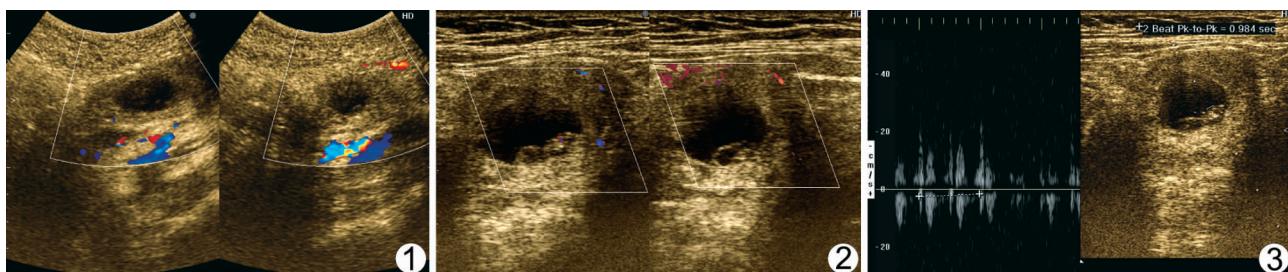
左下腹部异位妊娠囊低频超声声像图 妊娠囊位于腹壁后方, 囊与探头之间未见膀胱暗区, 后方可见骼外血管, 囊边界模糊, 囊内可见少许弱回声点, 未见胎心管搏动。 图 2 左下腹部异位妊娠囊高频超声声像图(与图 1 同一病例) 妊娠囊边界清楚, 囊内可见卵黄囊、胚芽, 胎心管搏动彩色血流信号 图 3 左下腹部异位妊娠囊高频超声声像图及胎心频谱图(与图 1 同一病例) 妊娠囊边界清楚, 囊内可见胚芽, 频谱示胎心管搏动多普勒血流信号
